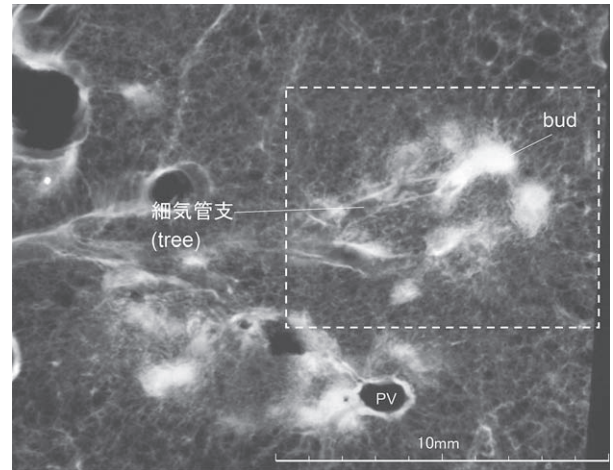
Tree-in-bud lesionの標本X線像
